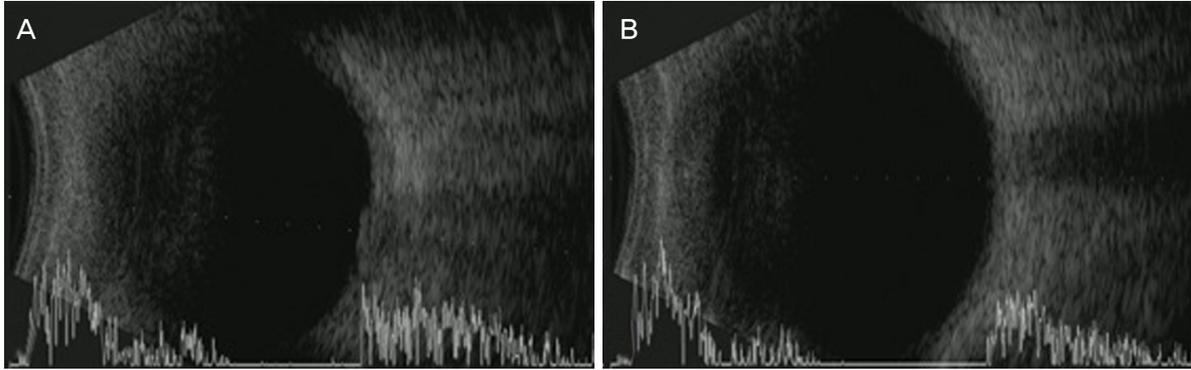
Vertical ultrasonography scan images of case 2. (A) Ultrasonography scan image showed choroidal edema at initial presentation. (B) Improved choroidal edema 1 month after injury.
